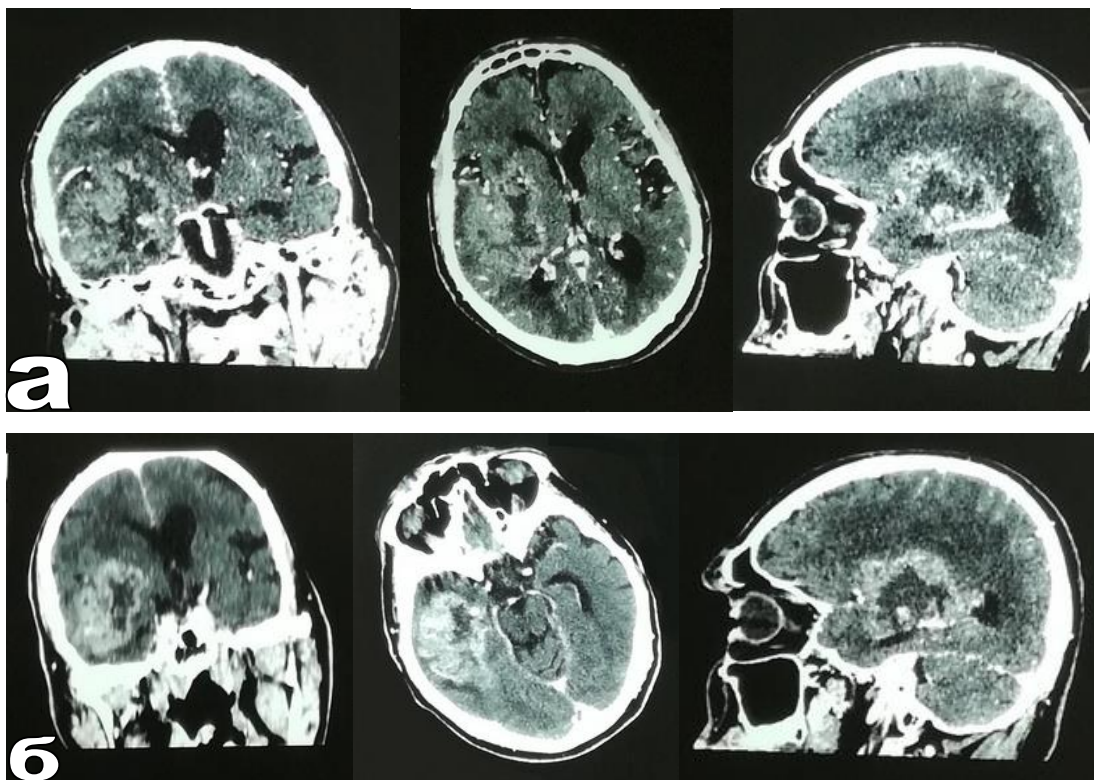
МСКТ головного мозга больного с глиобластомой левой височной доли. а – с «Омнипаком», б - без контрастирования
